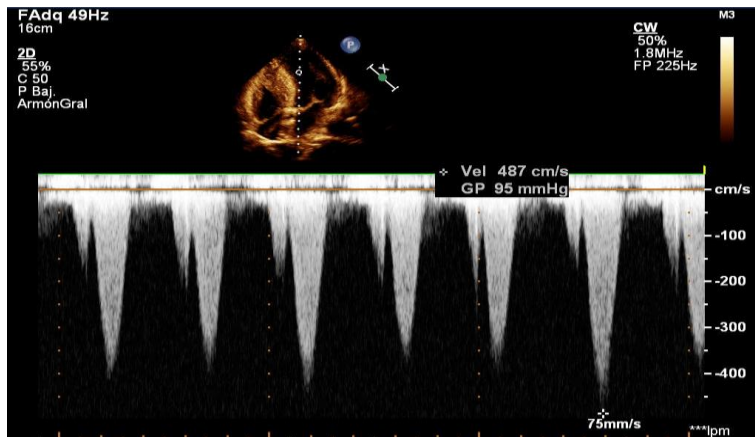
Gradiente telesistólico en el TSVI en el doppler continuo.
